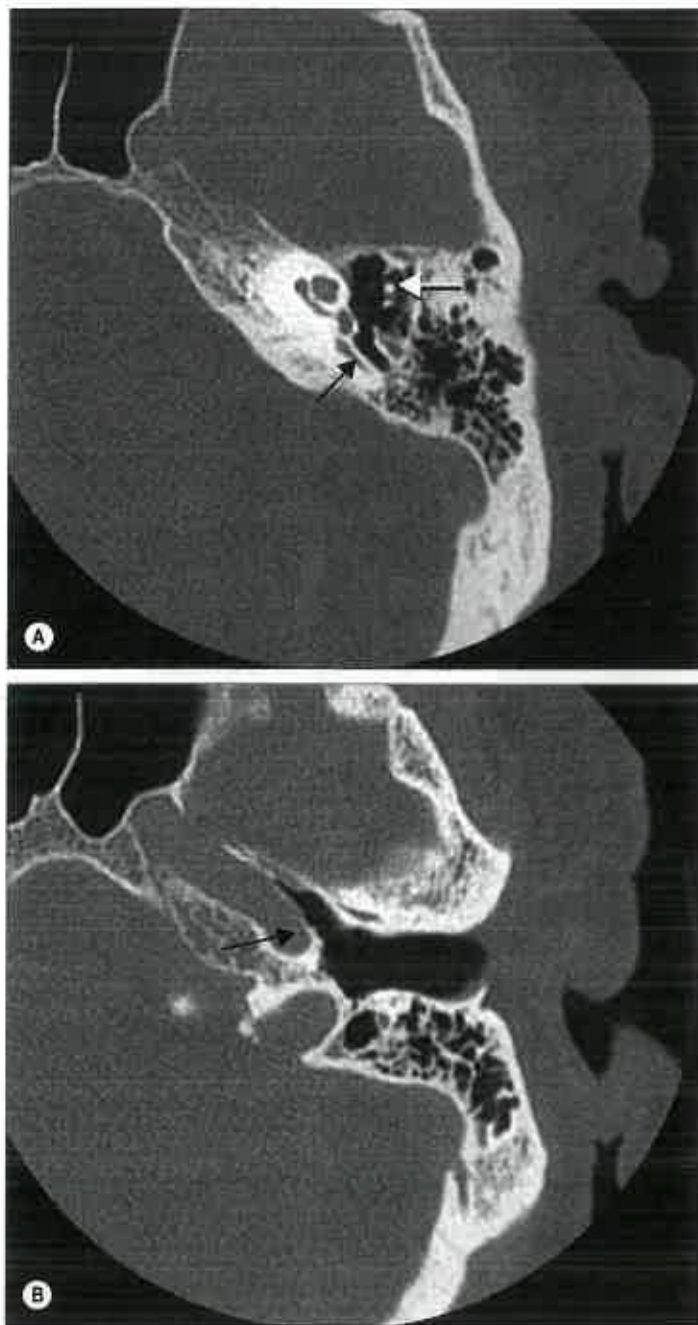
A. TC assiale a livello della massa ossiculare (freccia bianca) nell'epitimpano che mostra l'antro mastoideo e il suo rapporto con il canale semicircolare laterale (orizzontale; freccia nera). B. TC assiale a livello dell'ingresso della tuba uditiva che mostra il suo rapporto con l'arteria carotide interna (freccia nera). (Per gentile concessione del Dr. Steven Connor.)
